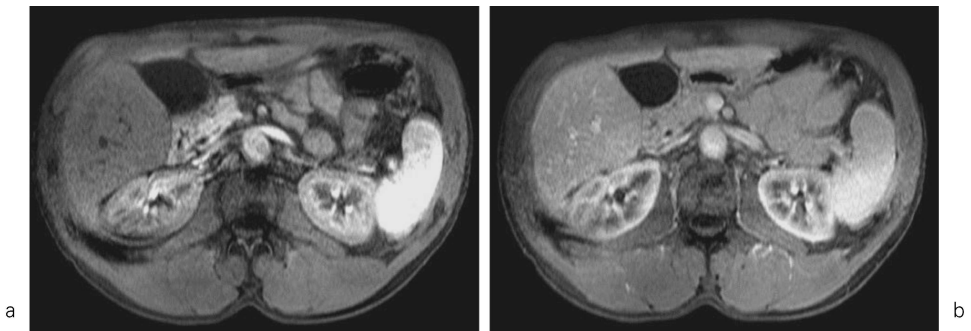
Fat-suppressed (ProSet : 1-3-3-1), double arterial-phase MR images with sensitivity encoding (SENSE) technique (TR/TE = 131/4.6, matrix = 193 × 256, 20 slices/phase, AT = 14 s/phase, SENSE R factor = 2) in a patient with cirrhotic liver (No lesions are demonstrated.)
